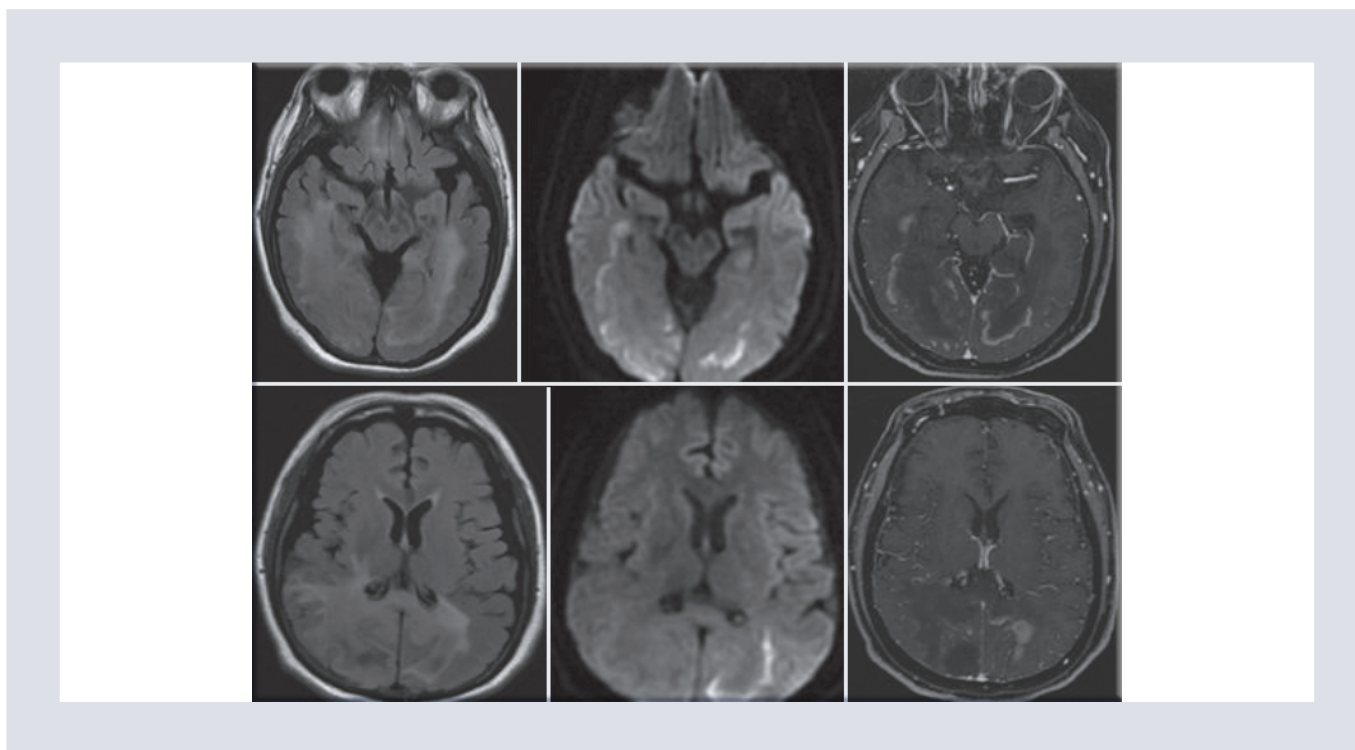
Resonancia magnética en secuencias FLAIR, DWI y T13DGd, que en secuencia FLAIR axial sin gadolinio objetiva hiperintensidad subcortical, peritrial y periventricular, confluyente con compromiso del lóbulo parietal y occipital bilateral, asimétrico, que se asocia al efecto de volumen sobre el sistema ventricular, surcos y cisuras, así como cisternas perimesencefálicas, con restricción a la difusión y reforzamiento en su periferia tras la administración de gadolinio. Asimismo, se ven afectadas la corona radiada y los centros semioviales.
